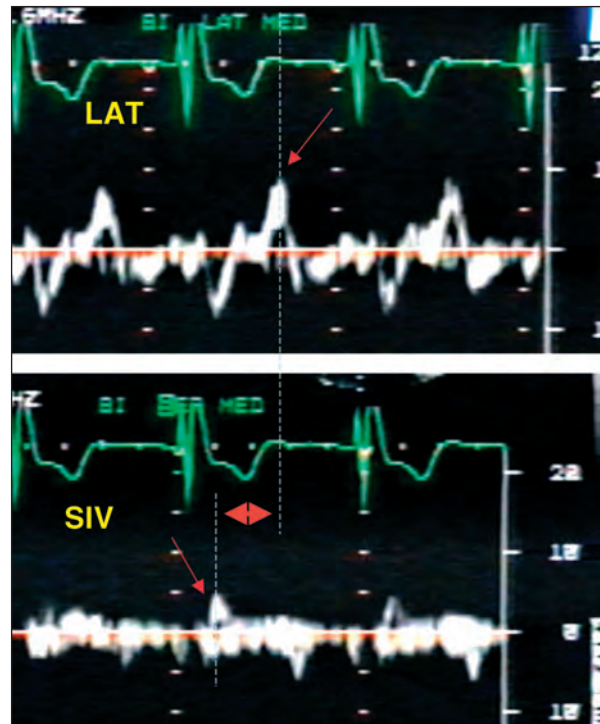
Traçado espectral utilizando a técnica do Doppler tecidual e mostrando o atraso (seta larga) da velocidade máxima de contração da parede lateral (LAT) em relação ao septo interventricular (SIV).
